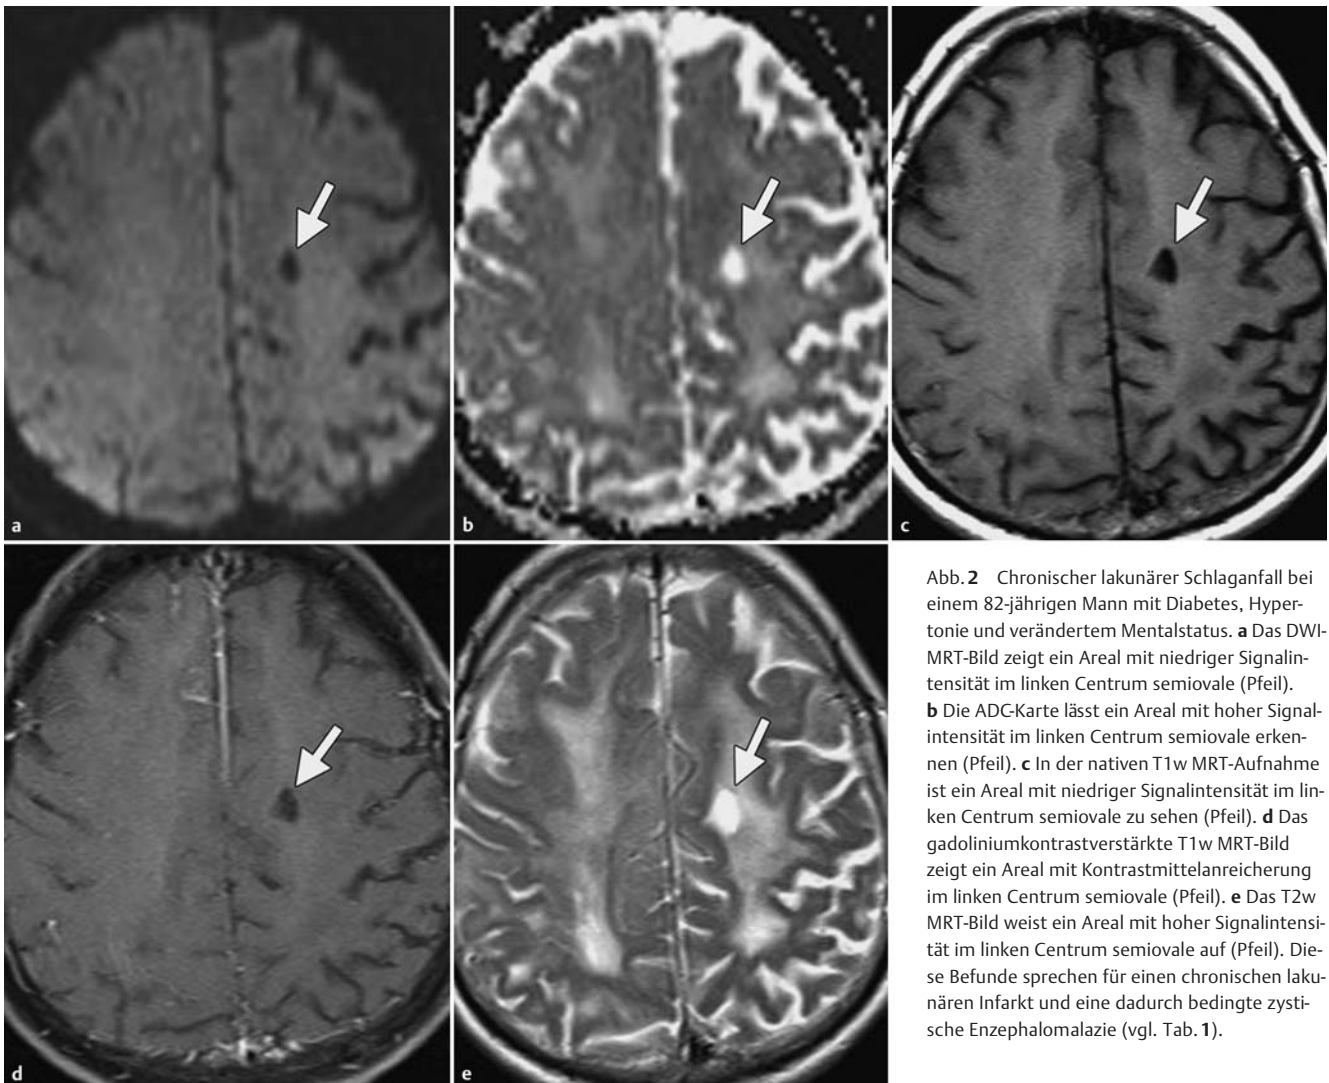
Chronischer lakunärer Schlaganfall bei einem 82-jährigen Mann mit Diabetes, Hypertonie und verändertem Mentalstatus. a Das DWI-MRT-Bild zeigt ein Areal mit niedriger Signalintensität im linken Centrum semiovale (Pfeil). b Die ADC-Karte lässt ein Areal mit hoher Signalintensität im linken Centrum semiovale erkennen (Pfeil). c In der nativen T1w MRT-Aufnahme ist ein Areal mit niedriger Signalintensität im linken Centrum semiovale zu sehen (Pfeil). d Das gadoliniumkontrastverstärkte T1w MRT-Bild zeigt ein Areal mit Kontrastmittelanreicherung im linken Centrum semiovale (Pfeil). e Das T2w MRT-Bild weist ein Areal mit hoher Signalintensität im linken Centrum semiovale auf (Pfeil). Diese Befunde sprechen für einen chronischen lakunären Infarkt und eine dadurch bedingte zystische Enzephalomalazie (vgl. Tab. 1).
